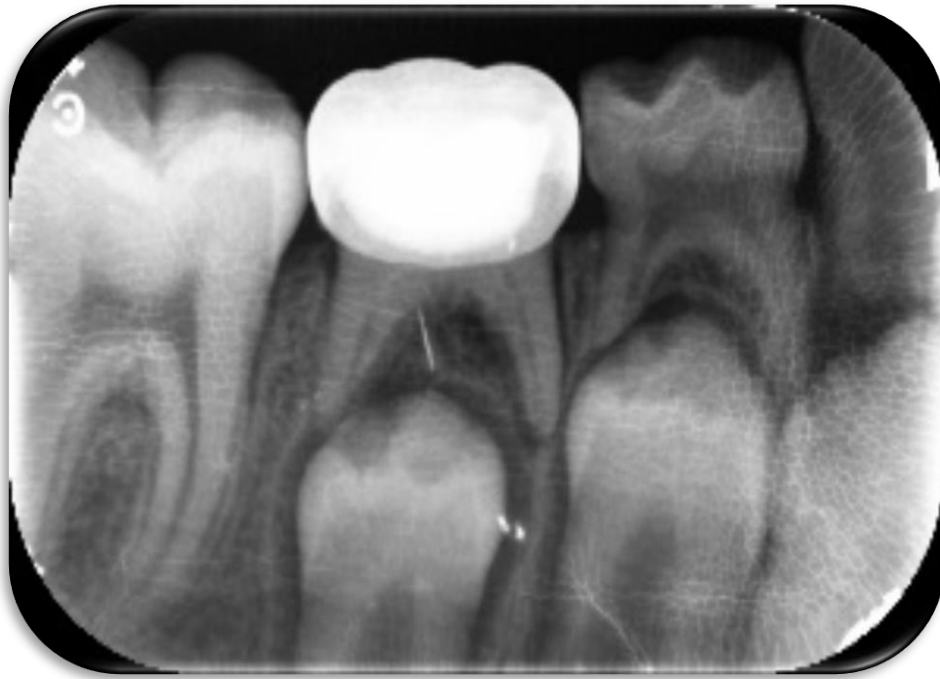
Fuente propia. Radiografía periapical a los 2 meses de la obturación del órgano dentario 85.
